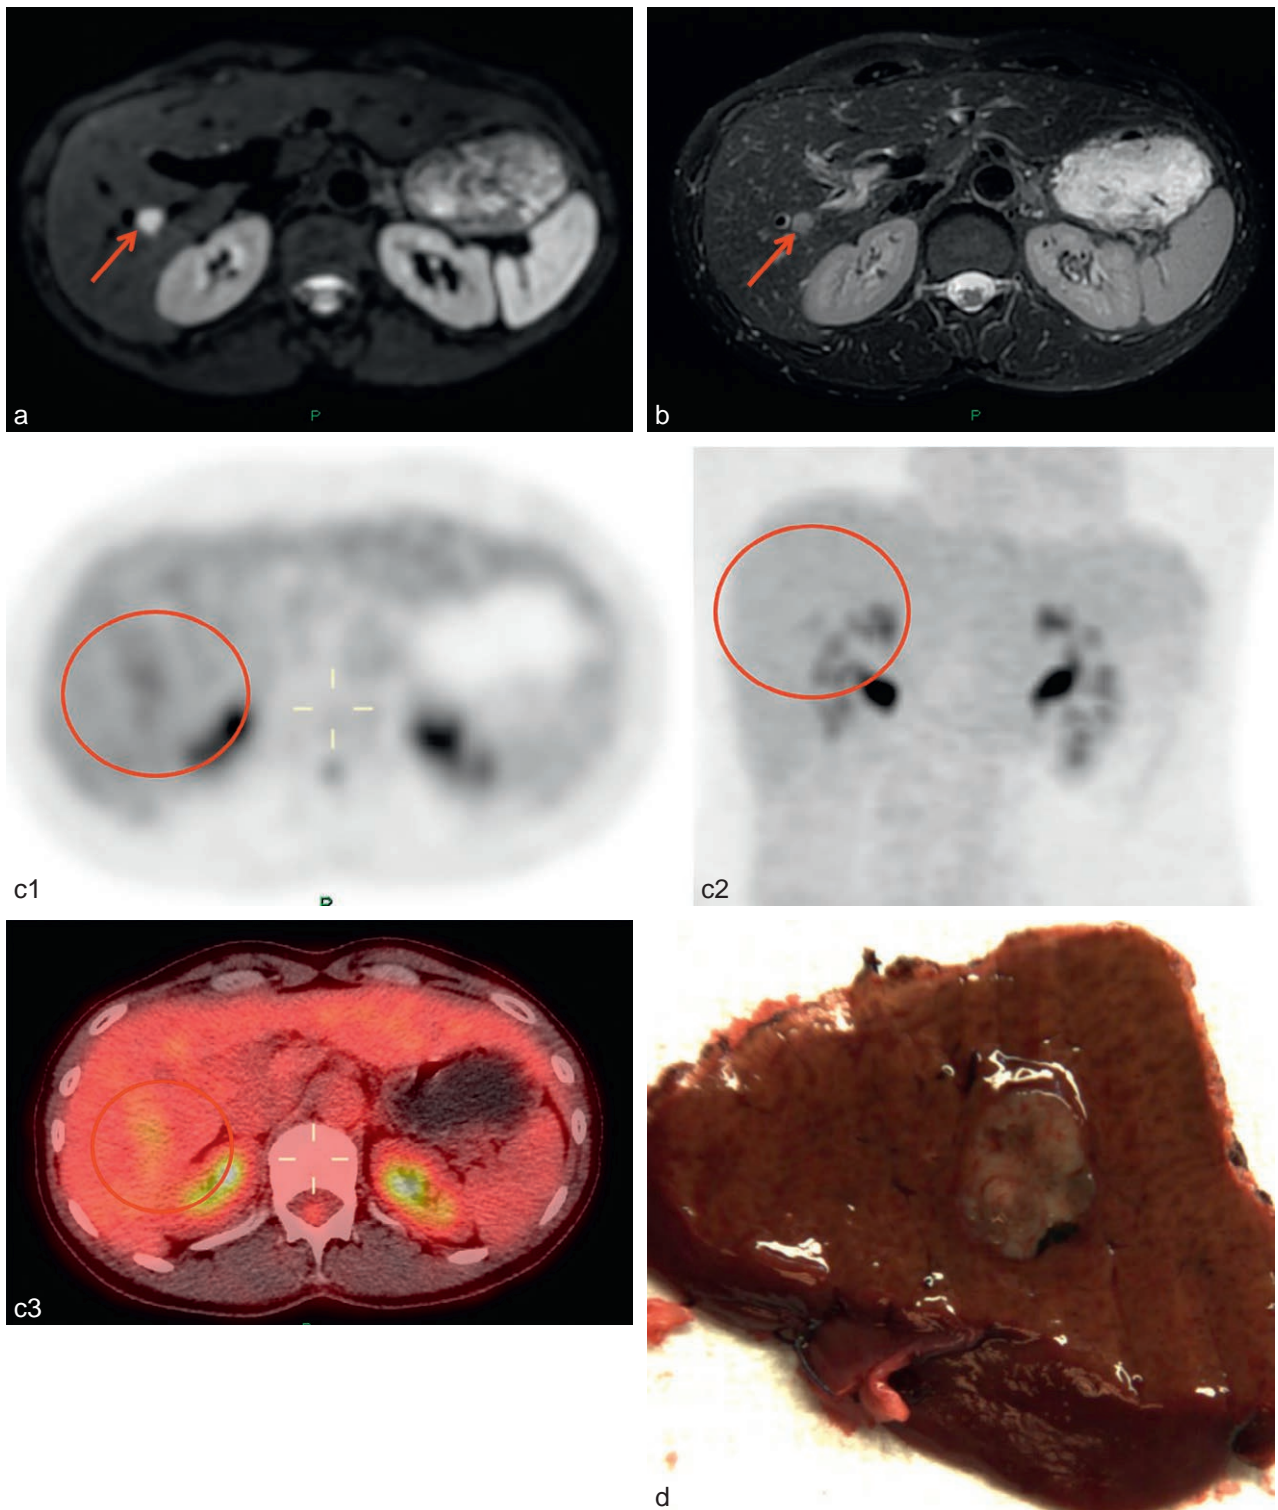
Comparaison IRM hépatique et TEP-FDG et aspect macroscopique d'une métastase réséquée.
